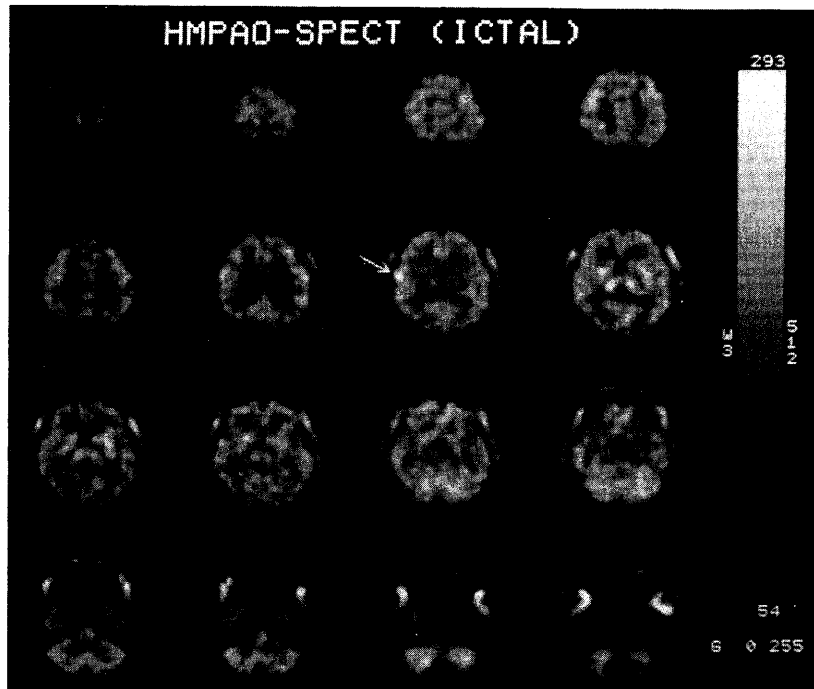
^{99m}Tc-HMPAO SPECT images in a 21-year-old patient with simple partial seizure in an ictal phase. Note increased accumulation in the right mid-Rolandic area (arrow) associated with relative increased accumulation in bilateral striatum and thalamus. Marked accumulation was also observed in the surrounding facial muscles.
